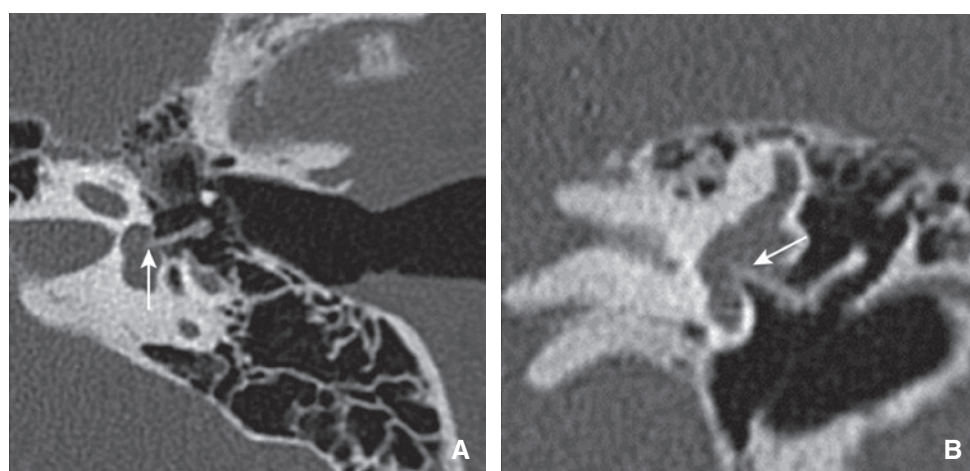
Piston trop enfoncé. Coupe TDM double oblique (plan axial stapes) (A) et coronale oblique (V ossiculaire) (B) : piston pénétrant dans le vestibule sur plus de 1 mm (flèches).
